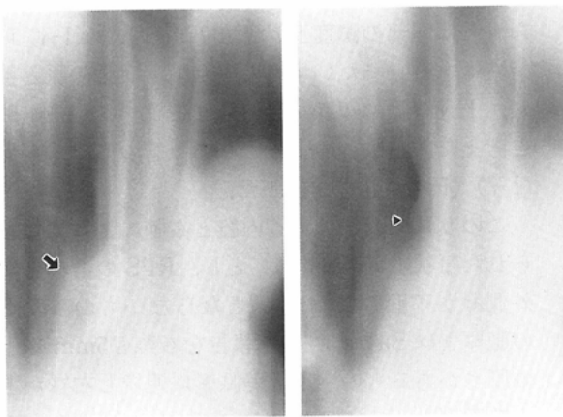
Relationship between findings of conventional tomography and computed tomography for lymphadenopathy in the RPS area.
